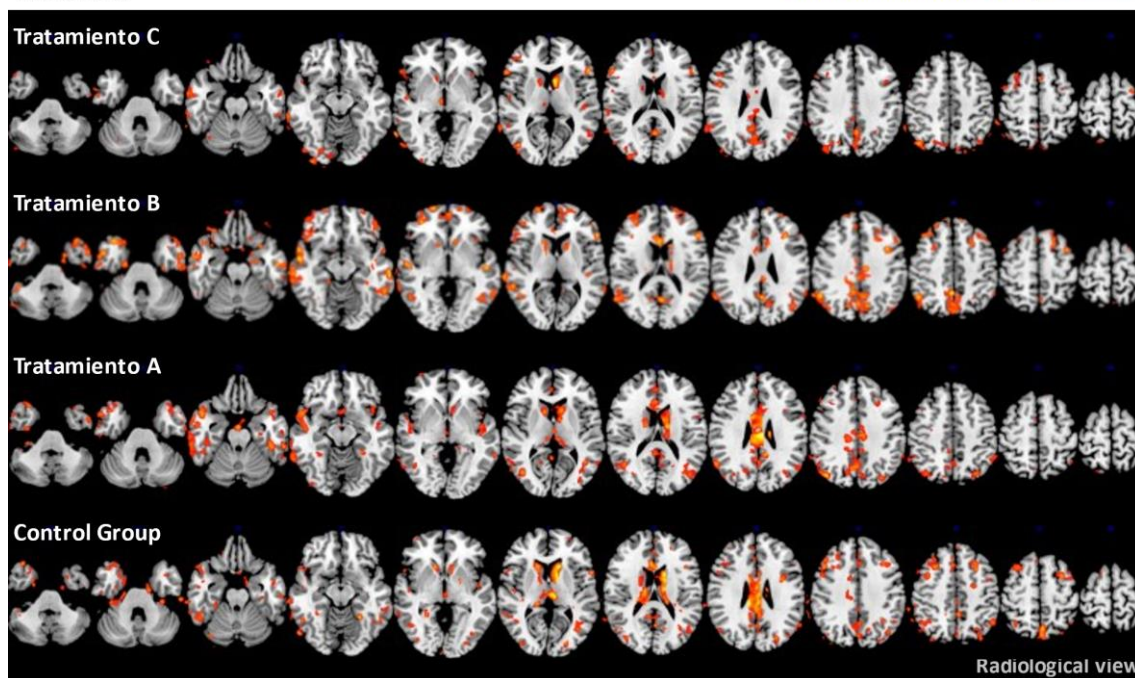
Análisis longitudinal mediante técnica SPM de pérdida metabólica en subgrupo de pacientes EAm entre M0 y M14 (tomando como umbrales $p < 0,001$ no corregida y una k de 50 vóxeles). Comparaciones superpuestas en RM single subject para cada grupo de tratamiento.
